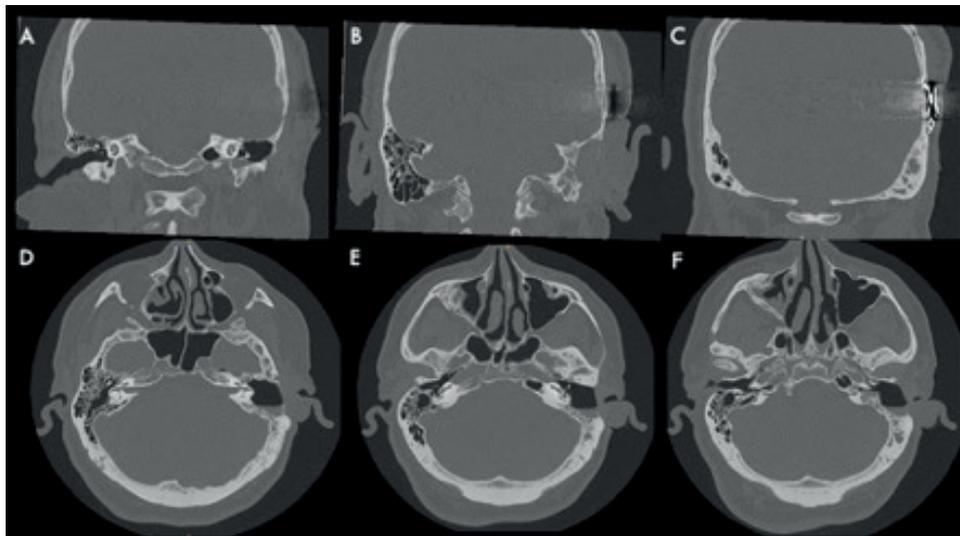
Tomografía de oídos al ingreso al servicio de urgencias. Imágenes del paciente tomadas con el consentimiento informado.
